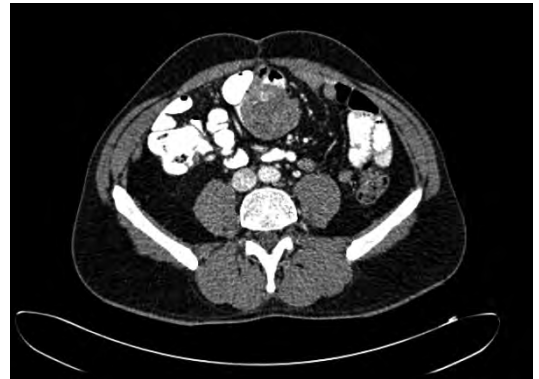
TAC de control: crecimiento de las lesiones hepáticas y mesentéricas.
